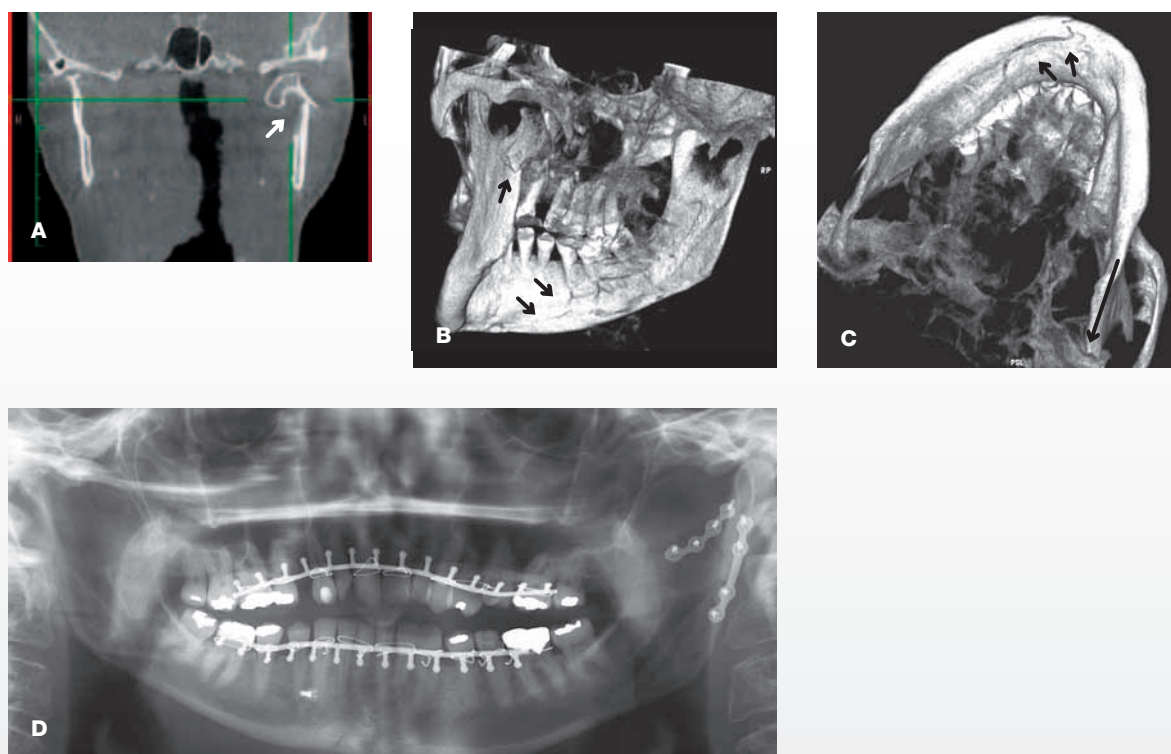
A: Cone Beam-scanning viser venstresidig kondylfraktur med medial vinkling. B, C: Cone Beam-scanning med tredimensionel gengivelse af kondylfrakturen samt skråtforløbende corpusfraktur. D: Panoramaoptagelse postoperativt. Collumfrakturen blev behandlet med to osteosynteseplader, og corpusfrakturen blev fikseret med en bikortikal skrue.
